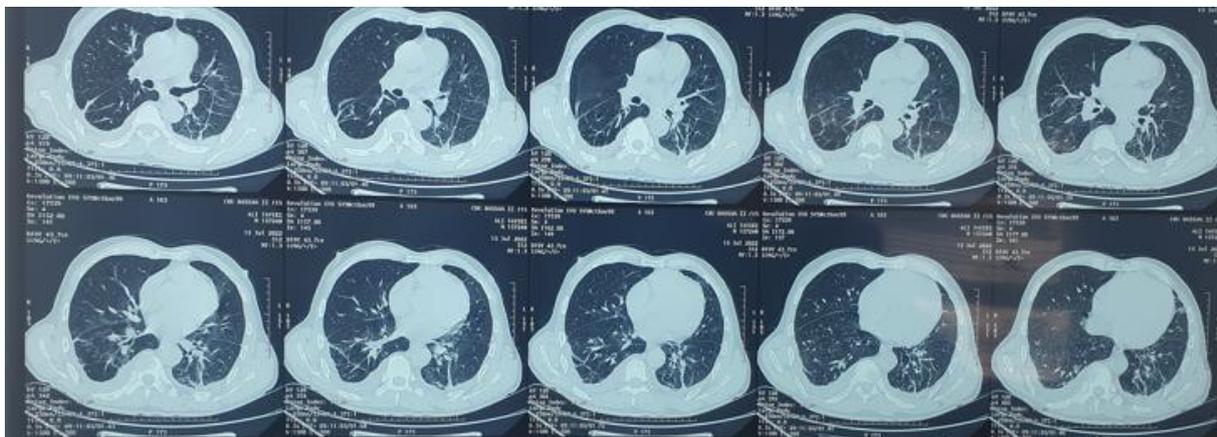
TDM thoracique des foyers de contusions parenchymateuses pulmonaires en bilatéral avec un épanchement pleural en bilatéral minime .
